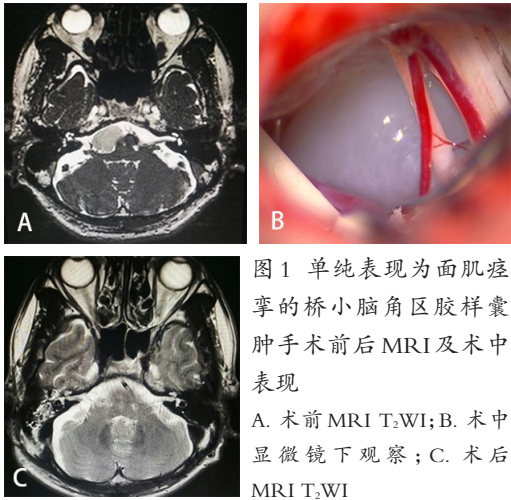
单纯表现为面肌痉挛的桥小脑角区胶样囊肿手术前后 MRI 及术中表现
